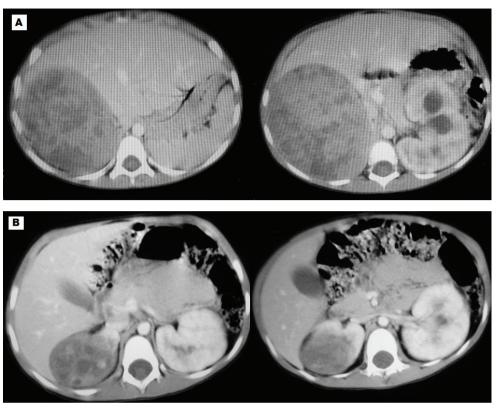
a) Tomografía axial computarizada de abdomen con contraste. Masa bilateral dependiente de riñones, sugestiva de tumor bilateral de Wilms. b) Resonancia nuclear magnética posterior a 6 ciclos de quimioterapia. Se evidencia reducción en el tamaño del tumor
